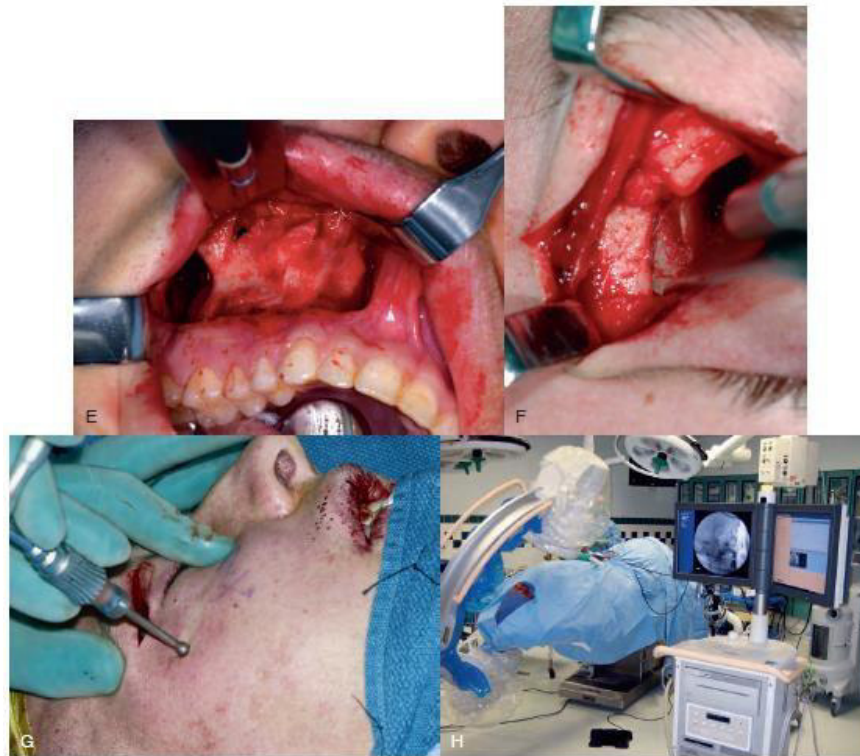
cont. La fractura de ZMC se expuso utilizando los métodos de vestibular maxilar (E) y párpado superior (F). G, el ZMC se redujo usando un tornillo Carroll-Girard. H, luego se obtuvo una tomografía computarizada intraoperatoria para determinar si la reducción del ZMC era adecuada y para determinar si era necesaria la reconstrucción orbitaria interna.
